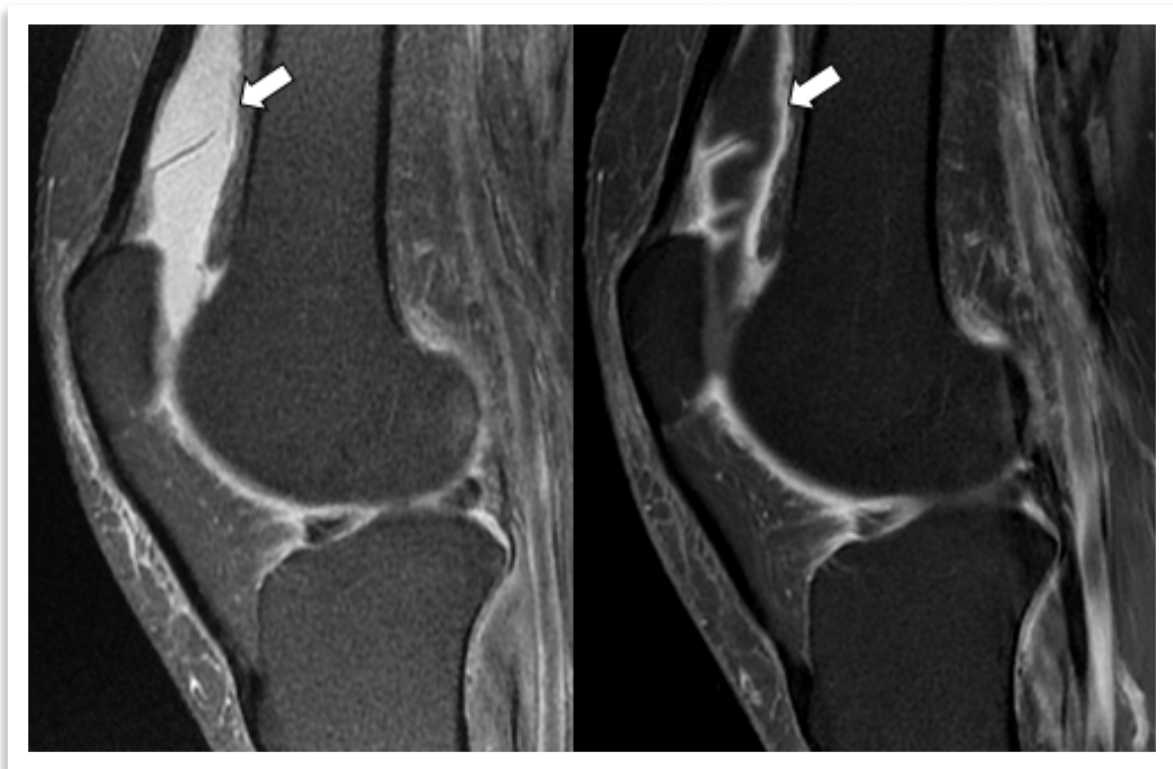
Artritis reumatoide: Derrame-sinovitis en RM. Secuencias sagitales DP y T1 con supresión grasa. Secuencia DP con supresión grasa muestra derrame articular de alta señal. Secuencia T1 con supresión grasa muestra derrame de baja señal con realce lineal periférico, compatible con sinovitis (flechas).
